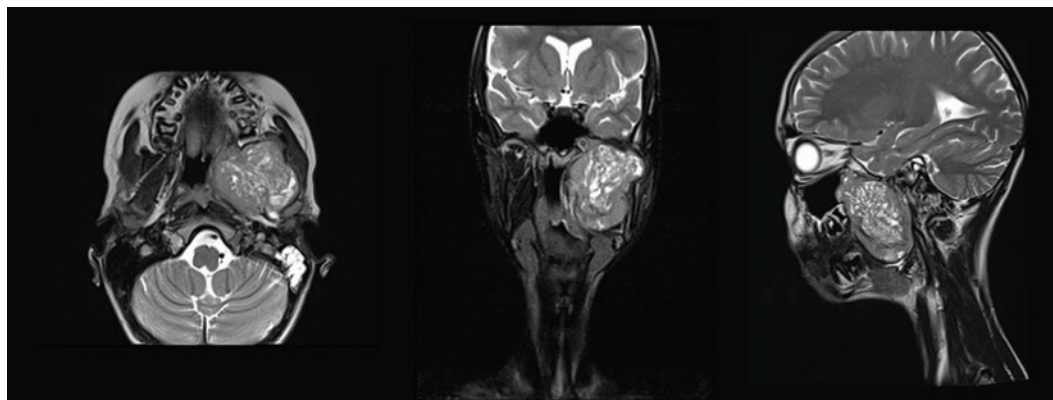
МРТ мягких тканей головы и шеи перед началом неoadъювантной полихимиотерапии
